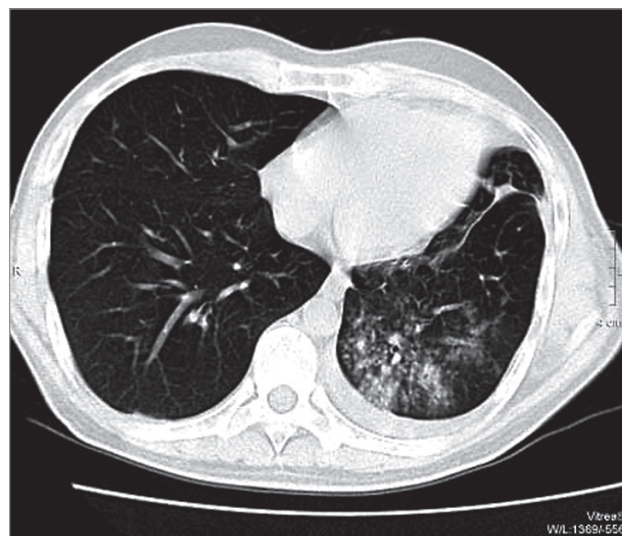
Картина поражения легких при туберкулезе на поздней стадии ВИЧ-инфекции. Компьютерная томография
